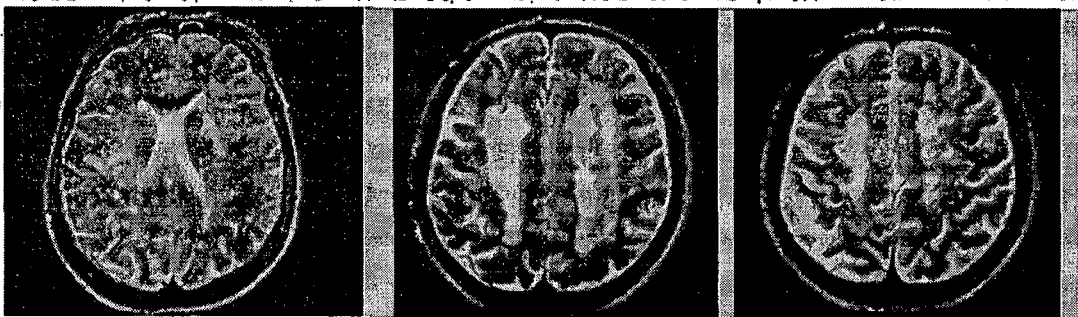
Talls axials de RM potenciat en T2 a nivell dels cossos dels ventricles laterals i dels centres semiovals mostrant lesions de la substància blanca aïllades i confluentes extenses.
